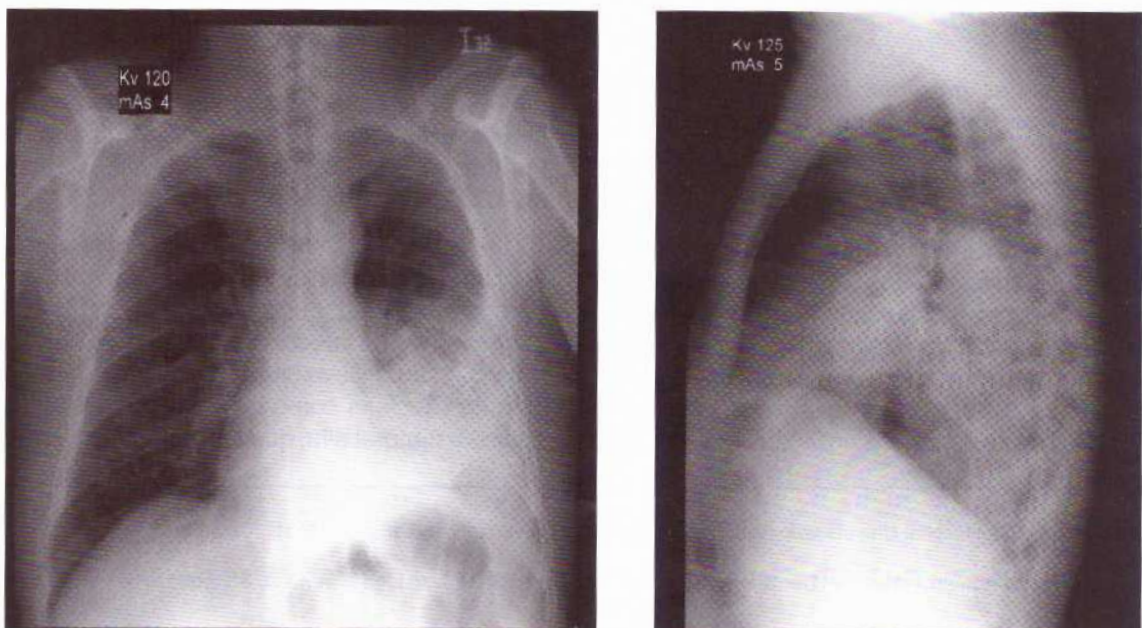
Radiografía de tórax con consolidación en lóbulo inferior izquierdo y opacidades reticulares basales y parahiliares derechas.
